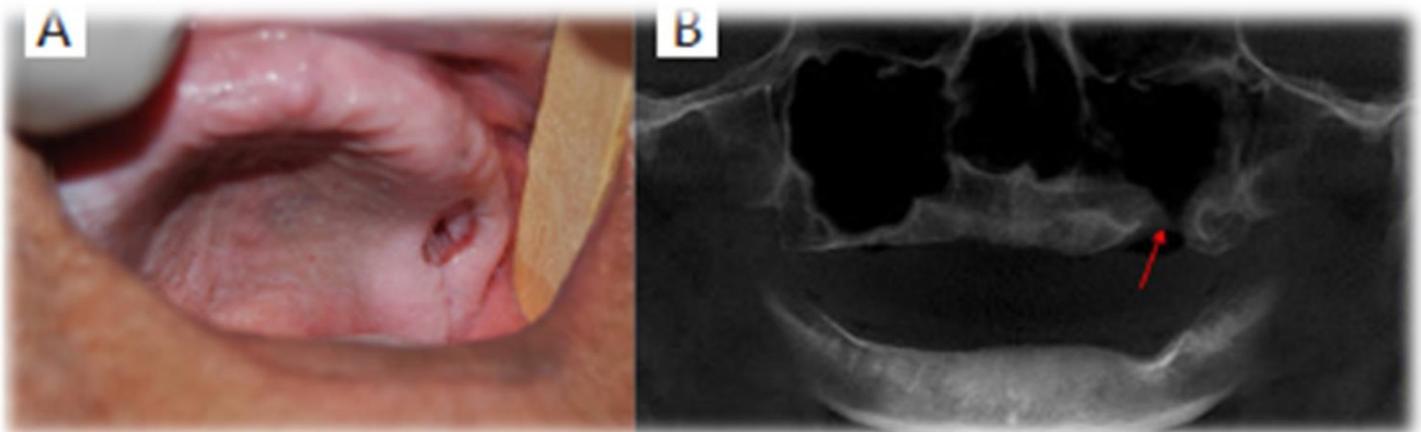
A) Comunicación bucosinusal. B) Tomografía Axial Computarizada.¹⁰
